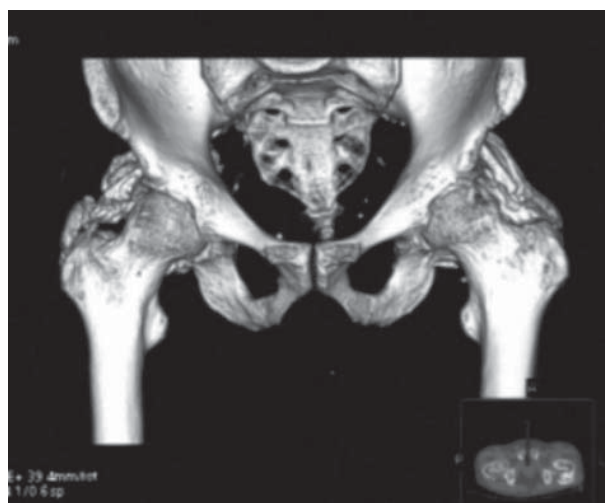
Anterior view of the 3-D CT reconstruction of heterotopic bone of the Fig. 7 demonstrates involvement of the lateral aspect of both hips, predominantly of the articular capsule
